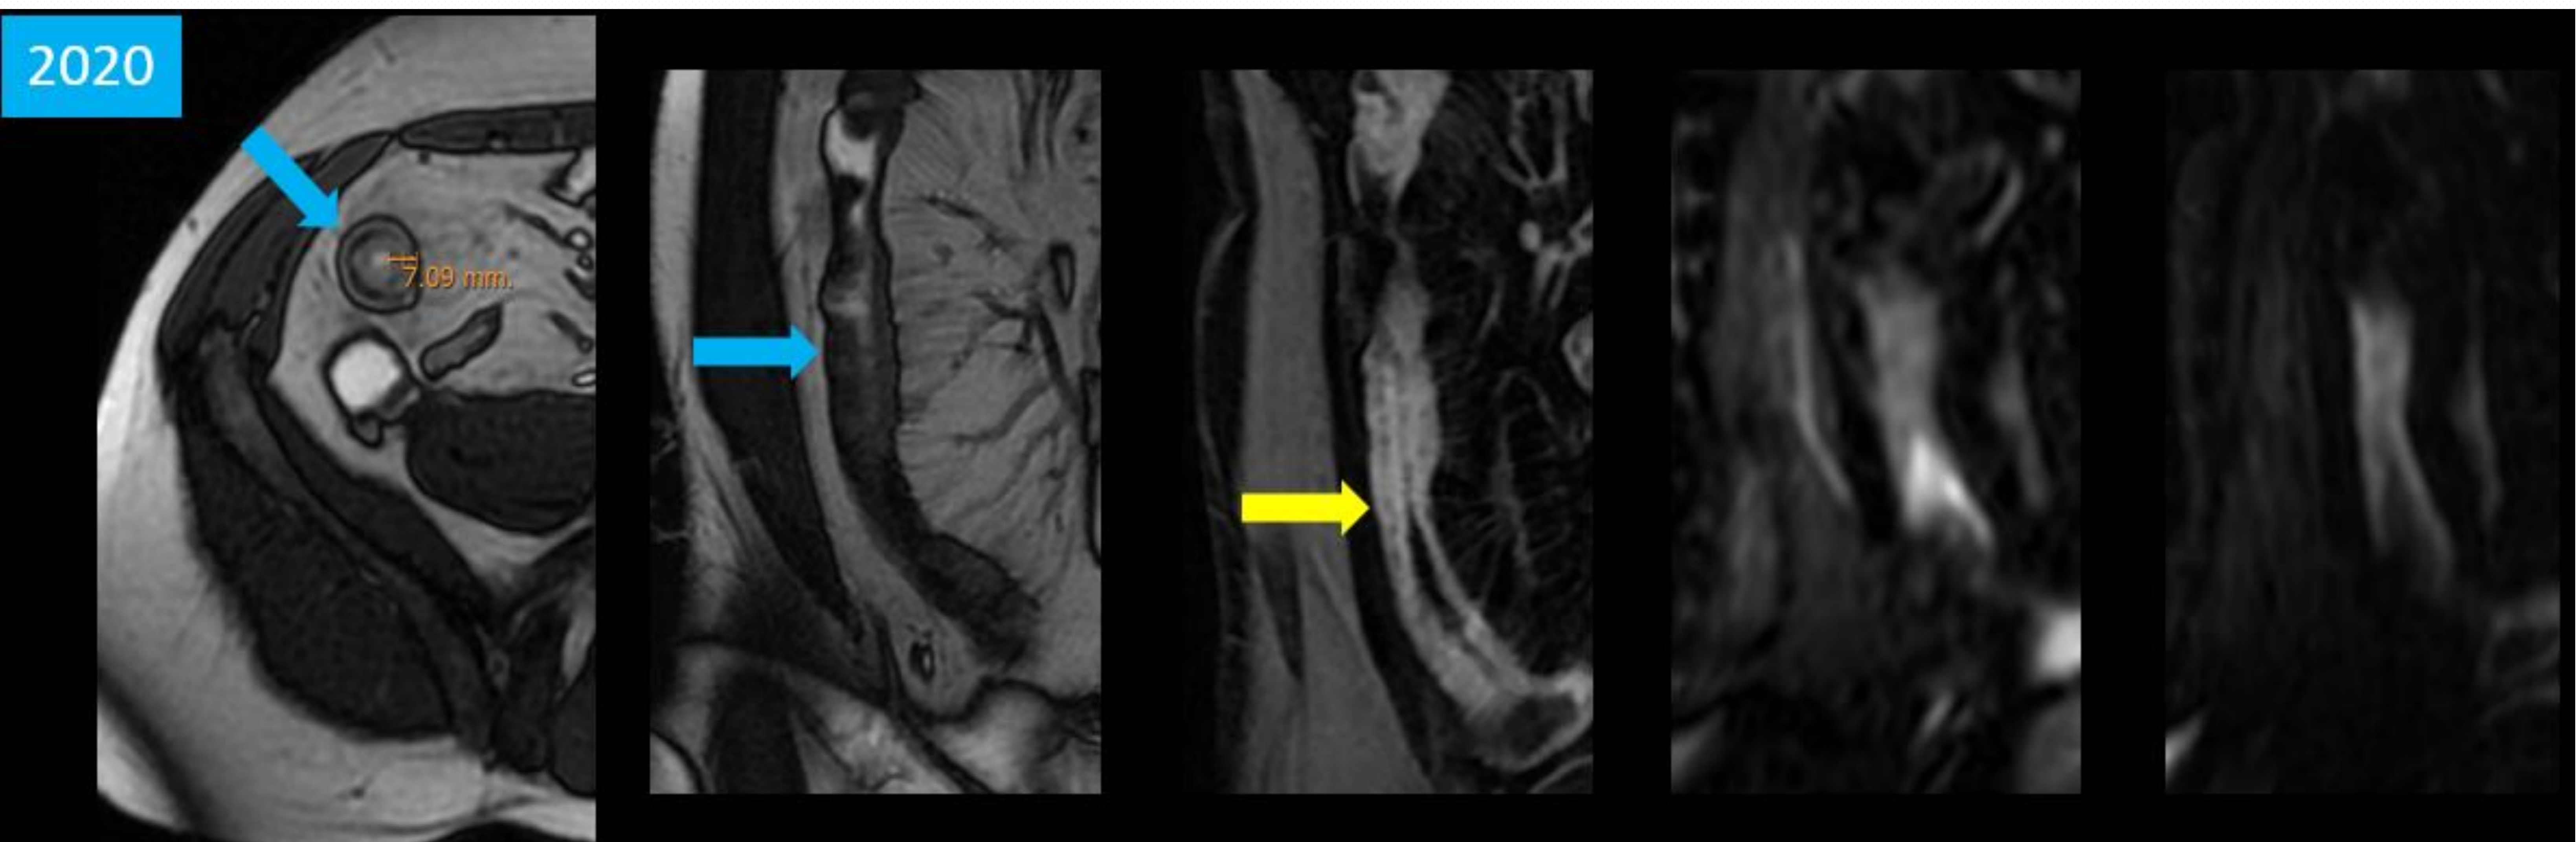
Imágenes FIESTA axial y coronal, coronal T1 dinámica, DWI y mapa ADC, que muestran engrosamiento y edema moderados de la pared intestinal, así como realce predominante de la pared mucosa y sin restricción a la difusión.
